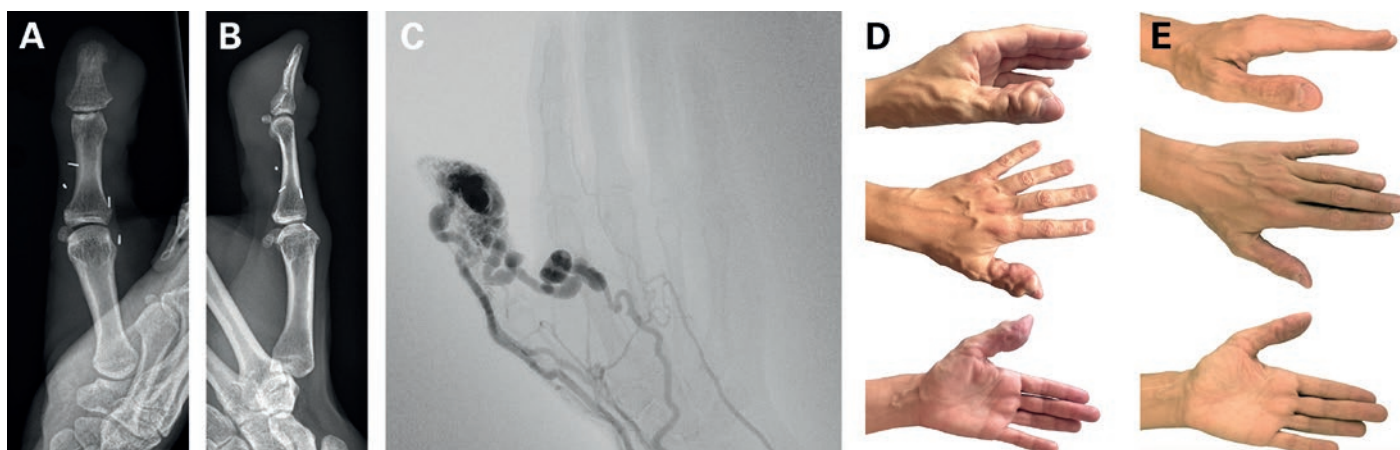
Malformation artérioveineuse du pouce. Résultat radiographique avec irrégularités corticales sur la face palmaire (A, B), angiographie avec mise en évidence d'un gros nidus au niveau de la pulpe (C) résultat clinique préopératoire et un an après l'intervention (D, E). La publication a été réalisée avec l'accord de la patiente.
